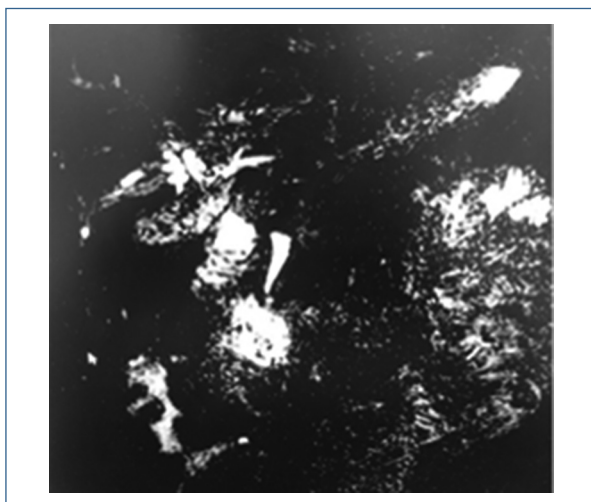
Colangiorrresonancia con evidencia de estenosis a los 20 meses post dilatación endoscópica.
